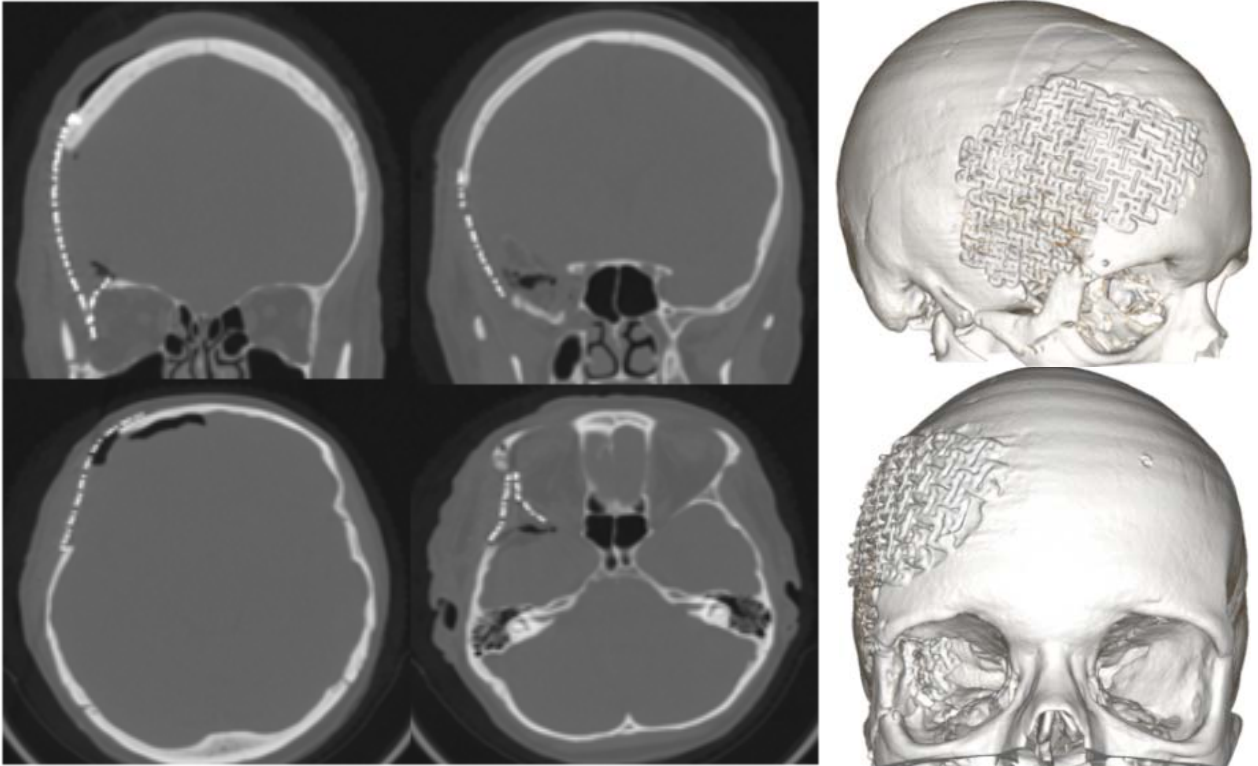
СКТ на 1-е сутки после операции
